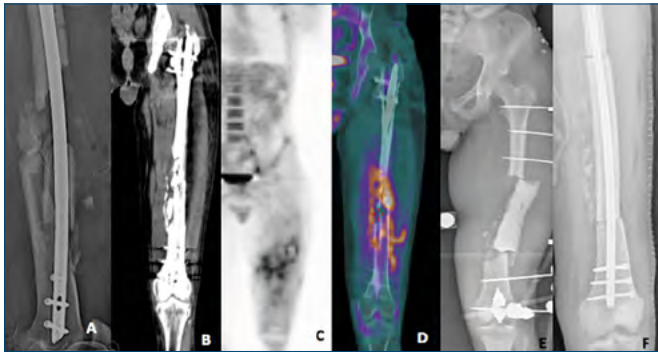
Uomo di 22 anni coinvolto in un incidente motociclistico, con fratture alla pelvi, al femore e alla falange ungueale del primo dito della mano. Abbiamo trattato le fratture dell'acetabolo con doppia placca da ricostruzione 3.5 e la frattura del femore con chiodo endomidollare anterogrado (AFN). Le fratture della falange distale del primo dito della mano è stata trattata dall'équipe della chirurgia della mano. Quattro mesi dopo l'intervento di inchiodamento endomidollare, sono state eseguite una radiografia (A) e una TC (B) del femore sinistro. In entrambe le immagini non è stata notata la formazione di callo osseo. Dalle immagini della PET (C) e della PET/TC con $[^{18}\text{F}]\text{FDG}$ (D) è stato osservato un aumento di captazione del radiofarmaco a livello della diafisi femorale che interessa l'interfaccia osso-mezzo di sintesi, i tessuti molli circostanti e il ginocchio. Tali immagini erano suggestive per un'infezione. Abbiamo, quindi, deciso di rimuovere i mezzi di sintesi ed eseguire una resezione secondo la tecnica di Masquelet: debridement, resezione ossea, posizionamento dello spaziatore antibiotato e fissazione esterna (E). Dopo 6 settimane, posizionamento di innesto autologo e da cadavere e sintesi con chiodo endomidollare (F).
